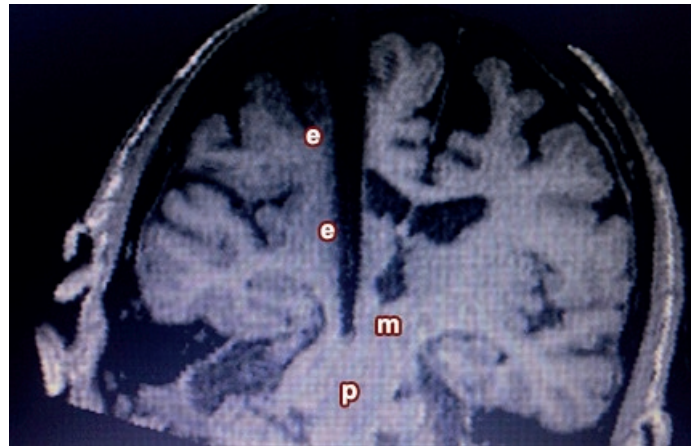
RMN de control posoperatoria, corte coronal a nivel de la trayectoria del electrodo (e) evidenciando el artefacto que produce el mismo en la imagen de RMN. Mesencéfalo (m), protuberancia (p)
